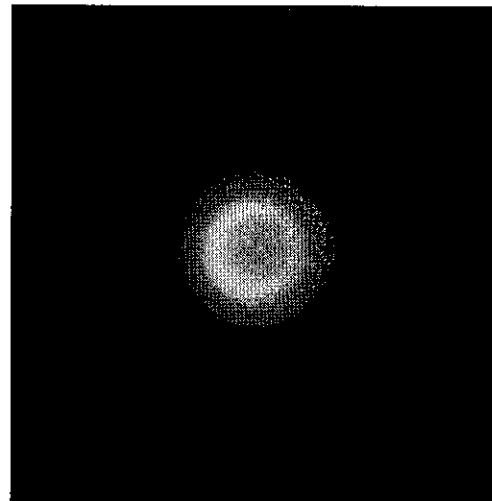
磁気のX線透視画像への影響 (ソレノイドコイル)
